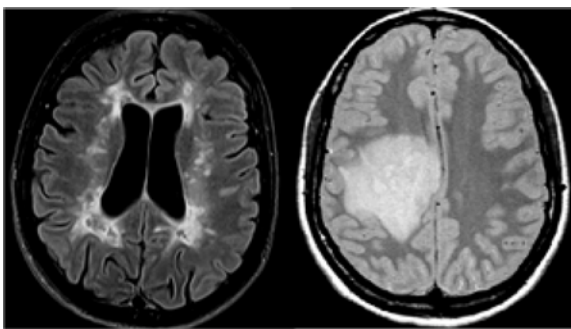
Seqüència transversal ponderada en T2-FLAIR (esquerra) i densitat protònica (dreta) en dos pacients amb EM clínicament definida. En la imatge de l'esquerra s'observen lesions desmielinitzants que afecten de forma confluent la substància blanca periventricular. En la imatge de la dreta es mostra una lesió desmielinitzant hemisfèrica pseudotumoral.
